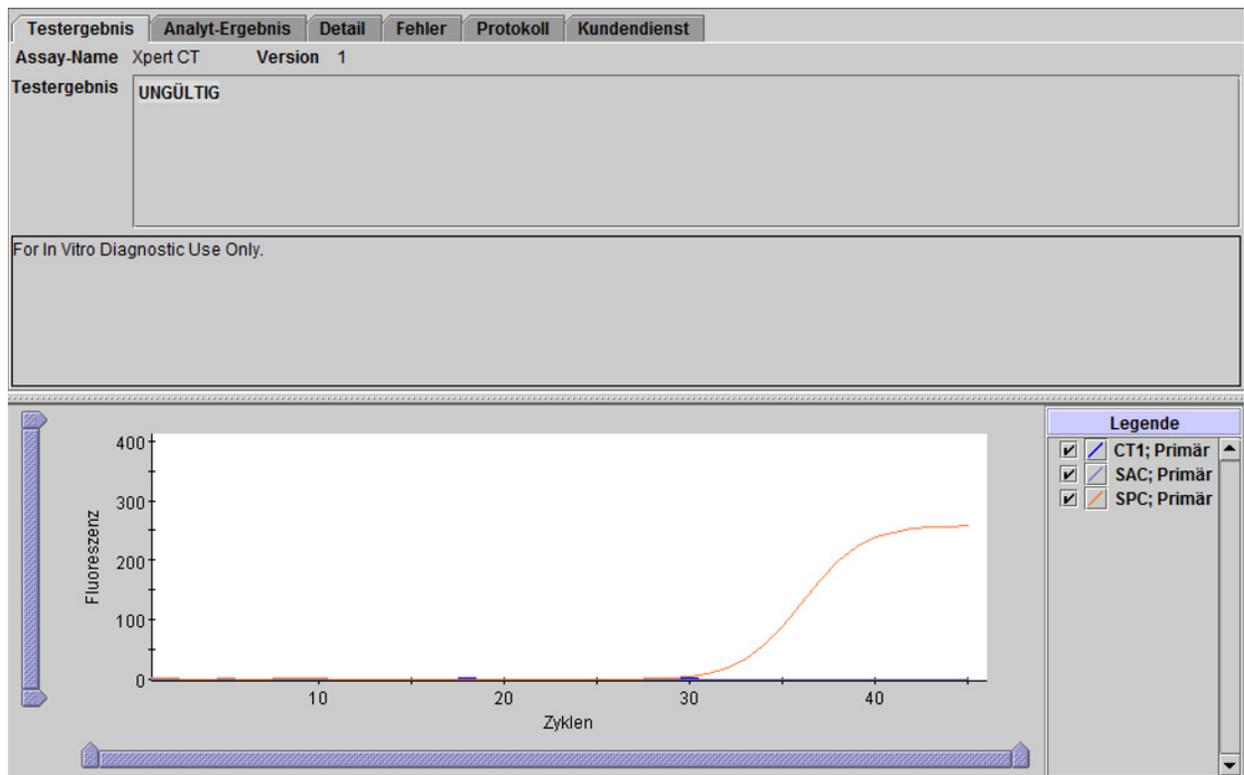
Xpert CT – Ergebnis „Ungültig“
